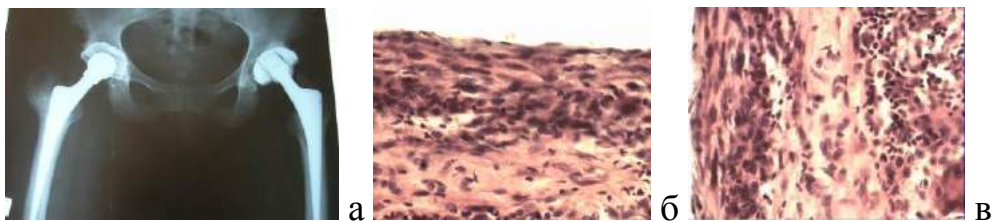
♀, 59 л., диагноз: асептическая нестабильность вертлужного компонента слева. Окраска гематоксилин-эозин. Микрофото. Ок.10, об. 40; а – рентгенограмма ТБС; б - синовиальная оболочка с инфильтрированными лейкоцитами; в - коллагеново-эластический слой с инфильтрацией лейкоцитов
